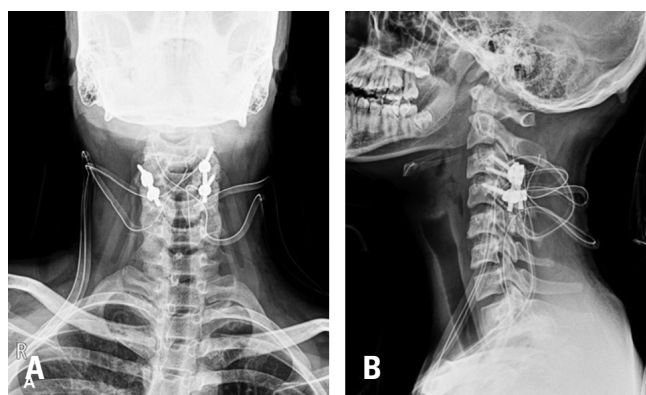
Postoperative radiographs in anteroposterior (A) and lateral (B) views after posterior decompression with posterior fusion at C3/4.
